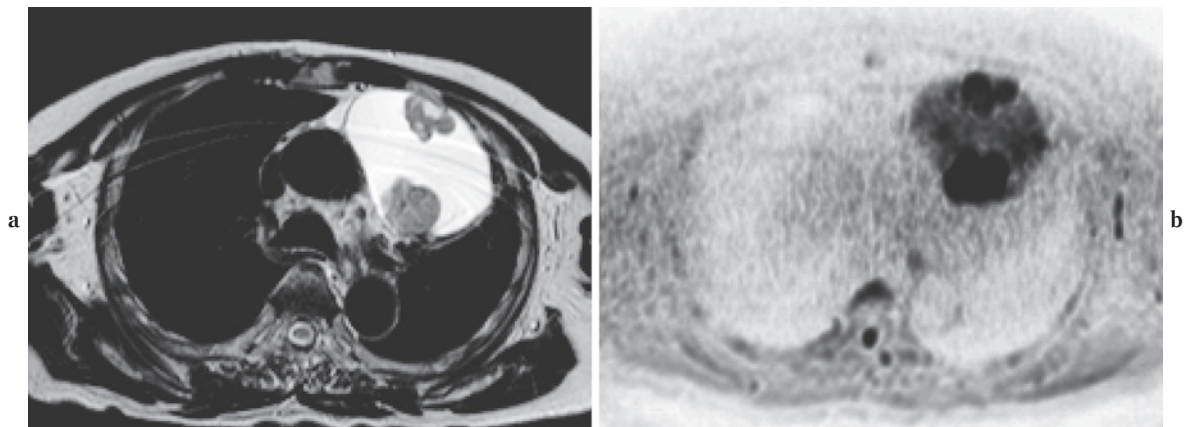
a. T2-weighted TSE image. b. Diffusion weighted image (DWI, inverted contrast). A 71-year-old patient who had a multiple thymomas arisen in the thymic cyst. Two solid components in the anterior mediastinal cyst showed high intensity on b. Pathological examination revealed that the ventral solid part was type B1 thymoma and the dorsal solid part was type AB thymoma. DWI can depict the tissues with high cellularity as high signal intensity lesions without administration of the any contrast materials.
